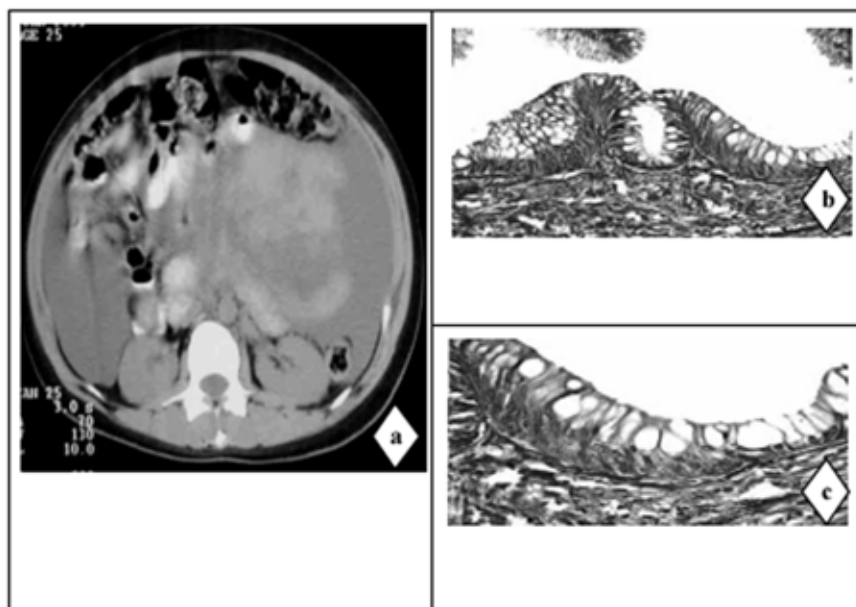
a) TAC abdominopélvica. Tumor abdominal voluminoso y ascitis que desplazan las asas intestinales. b) Biopsia. Corte microscópico HE 20X. c) Biopsia. Corte microscópico HE 40X.
